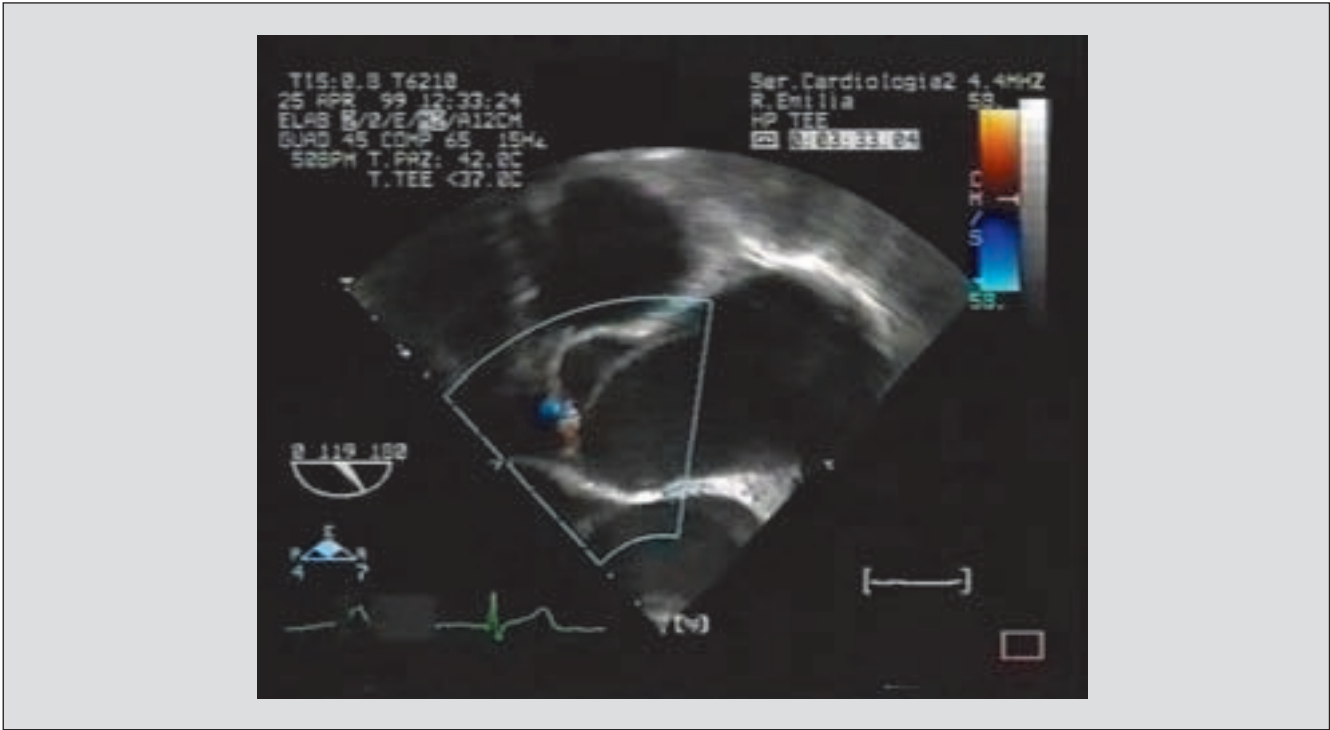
Ecocardiografia transesofagea: dissezione aortica tipo A.
